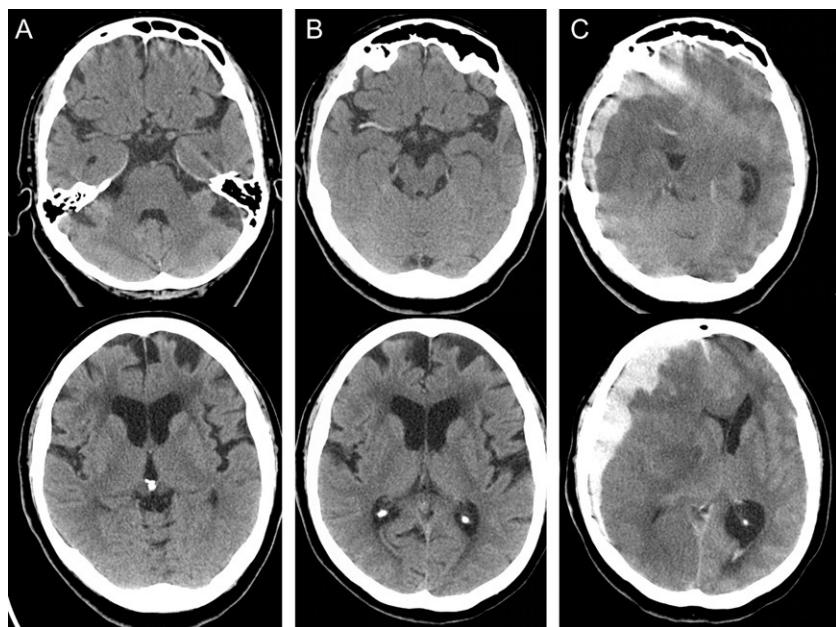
Neuroimagen urgente. A. TC craneal urgente inicial en la primera visita a Urgencias que muestra discreta retracción córtico-subcortical de predominio supratentorial y signos de leucoencefalopatía vascular difusa leve. B. TC craneal urgente en la segunda valoración en Urgencias previo al tratamiento trombolítico, que muestra una hiperdensidad evidente de la arteria cerebral media derecha sin otros signos de isquemia precoces. C. TC craneal a las 15 horas de iniciado el tratamiento trombolítico, artefactado por los movimientos de la paciente, que evidencia un hematoma subdural de la convexidad derecha con espesor máximo de 2,3 cm, edema cerebral grave con borramiento de surcos, signos de herniación subfalciana y transtentorial descendente, colapso del ventrículo lateral derecho y dilatación del asta posterior del izquierdo, hipodensidad en todo el hemisferio derecho en relación con la lesión isquémica en evolución, signo de la arteria cerebral media hiperdensa derecha, así como un mínimo nivel hemático intraventricular izquierdo.
